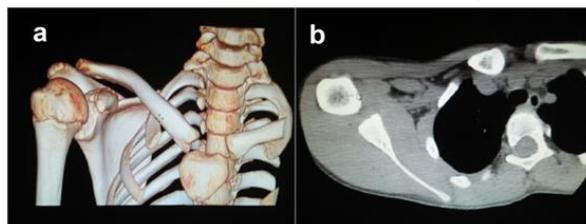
Contrôle par TDM objectivant la régression spontanée de l'atteinte
